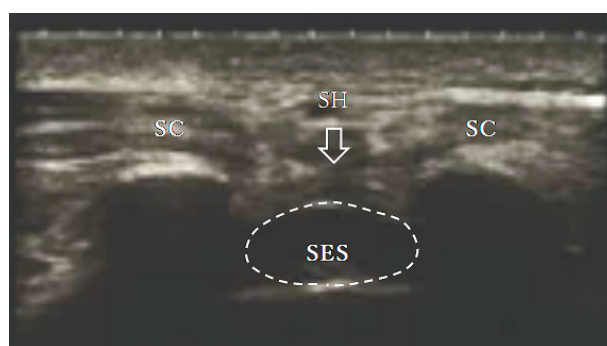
Transverse ultrasound view of the sacral hiatus. SC: sacral cornua; SH: sacral hiatus; SES: sacral epidural space.
